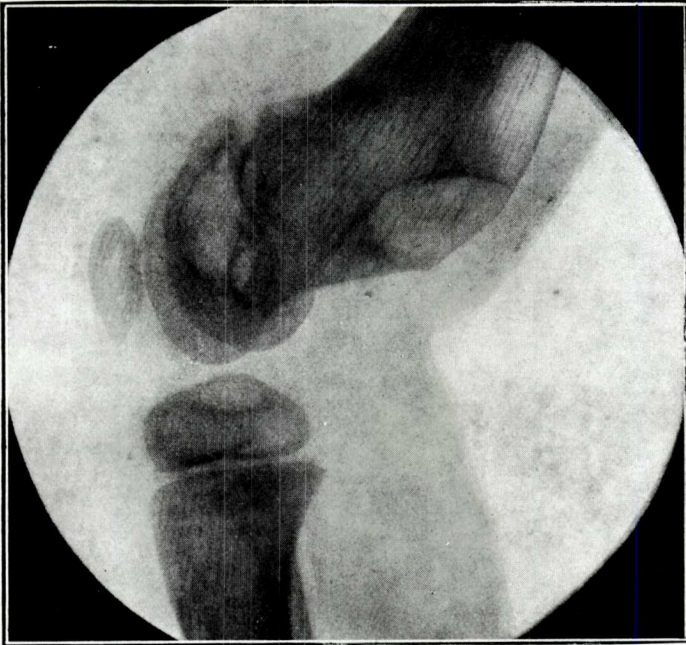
<sup>a</sup> — Radiografia lateral després de l'operació. Noti's que hi manca l'ombra projectada pel tumor. Les travècules de l'epífissi són obliques respecte dels còndils i segueixen la direcció de la diàfissi, per la que continuen les línies de força i pressió
